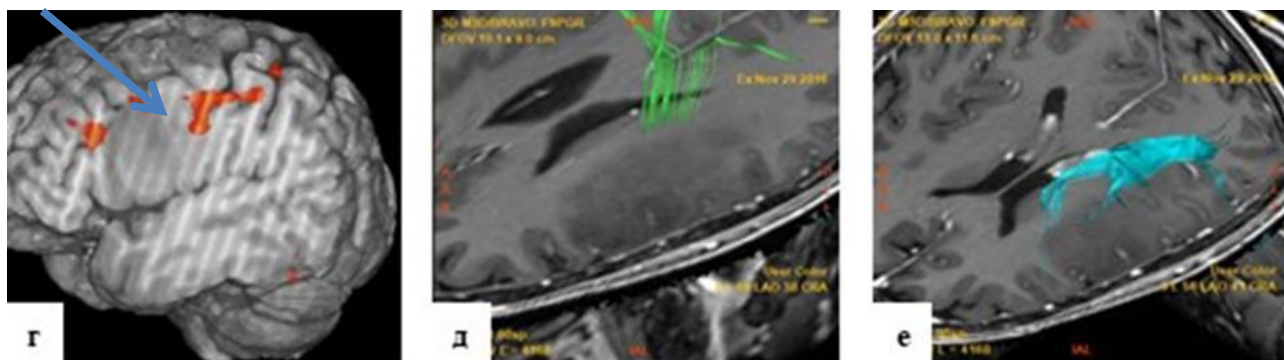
Функциональная МРТ (г), зона Брока расположена по краю опухоли) и МР трактография с построением пирамидного (д) и аркуатного трактов (е) у пациента с внутримозговой опухолью левой лобной доли.
